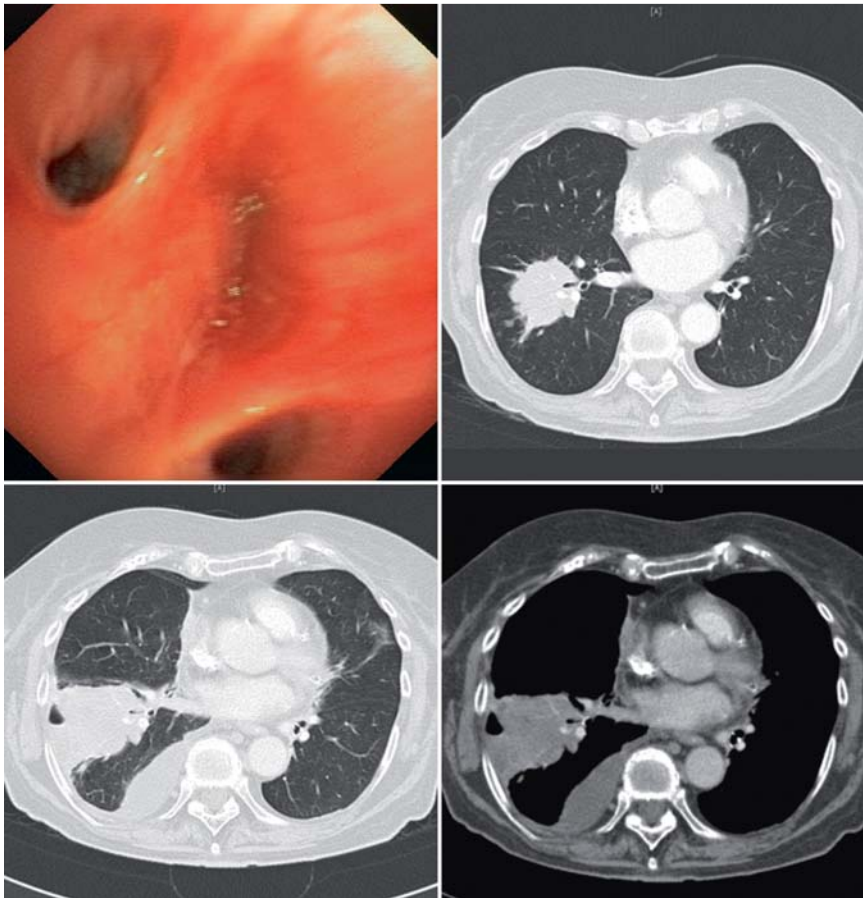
Lokalbefund und Computertomografie einer 68-jährige Patientin vor zentraler Kryobiopsie (oben). Nach der Biopsie entstand ein kleiner Pneumothorax mit nachfolgender Empyembildung (unten).
